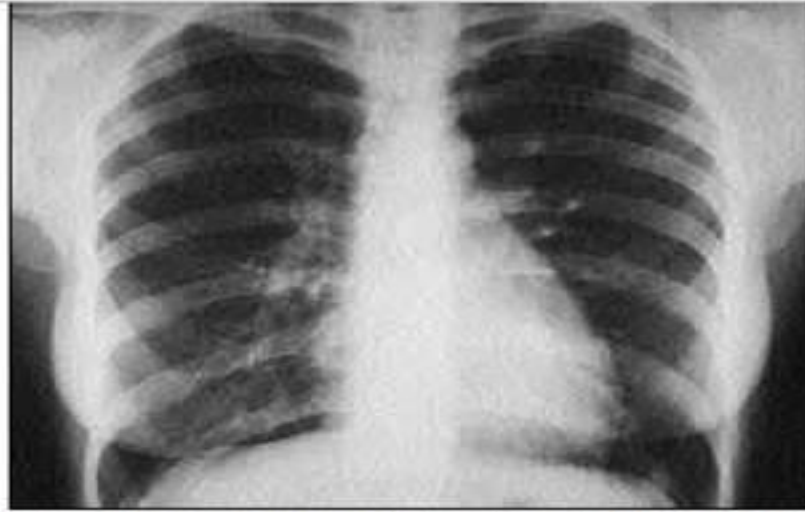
а Рентгенограмма органов грудной клетки А. Средней жесткости, видны тени молочных желез.
